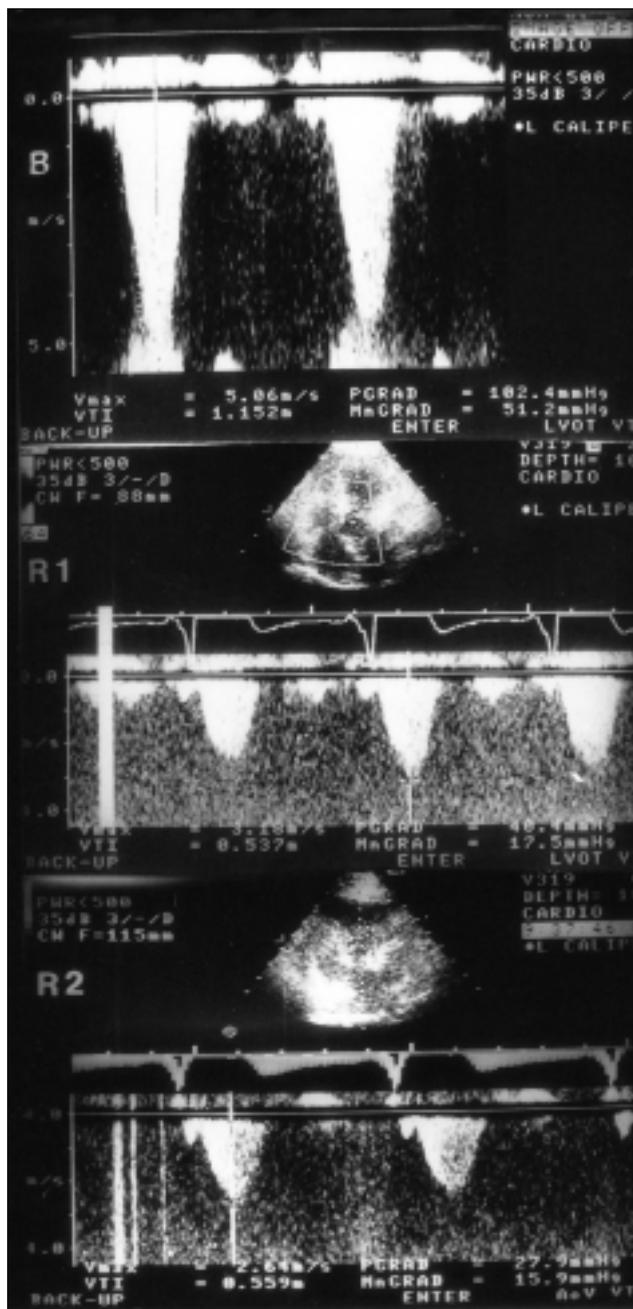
Gradiente subaórtico obtenido por Doppler. B: basal. R-1: gradiente con estimulación aurículo-ventricular. R-2: control a los 6 meses.
